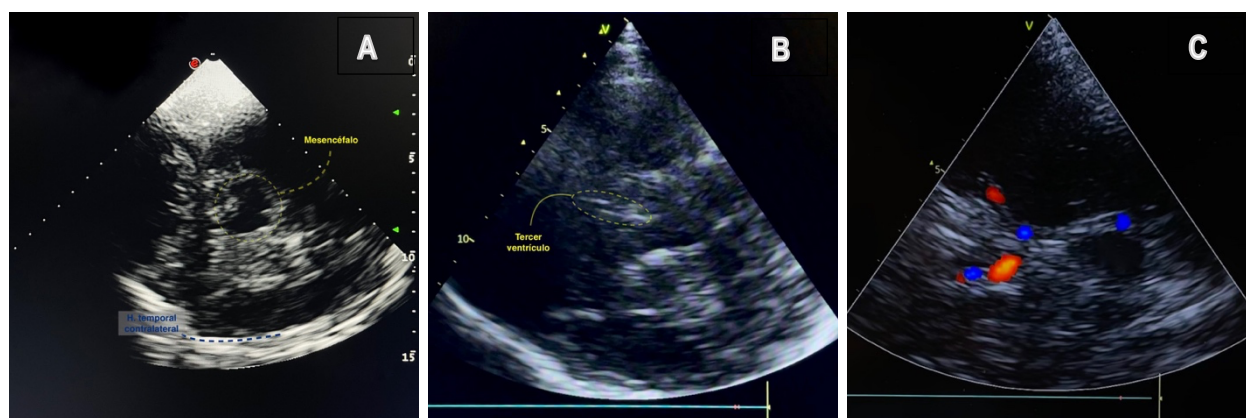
Visión anatómica de dúplex mesencéfalo (A), tercer ventrículo (B) y Doppler codificado por color de polígono de Willis (C)
